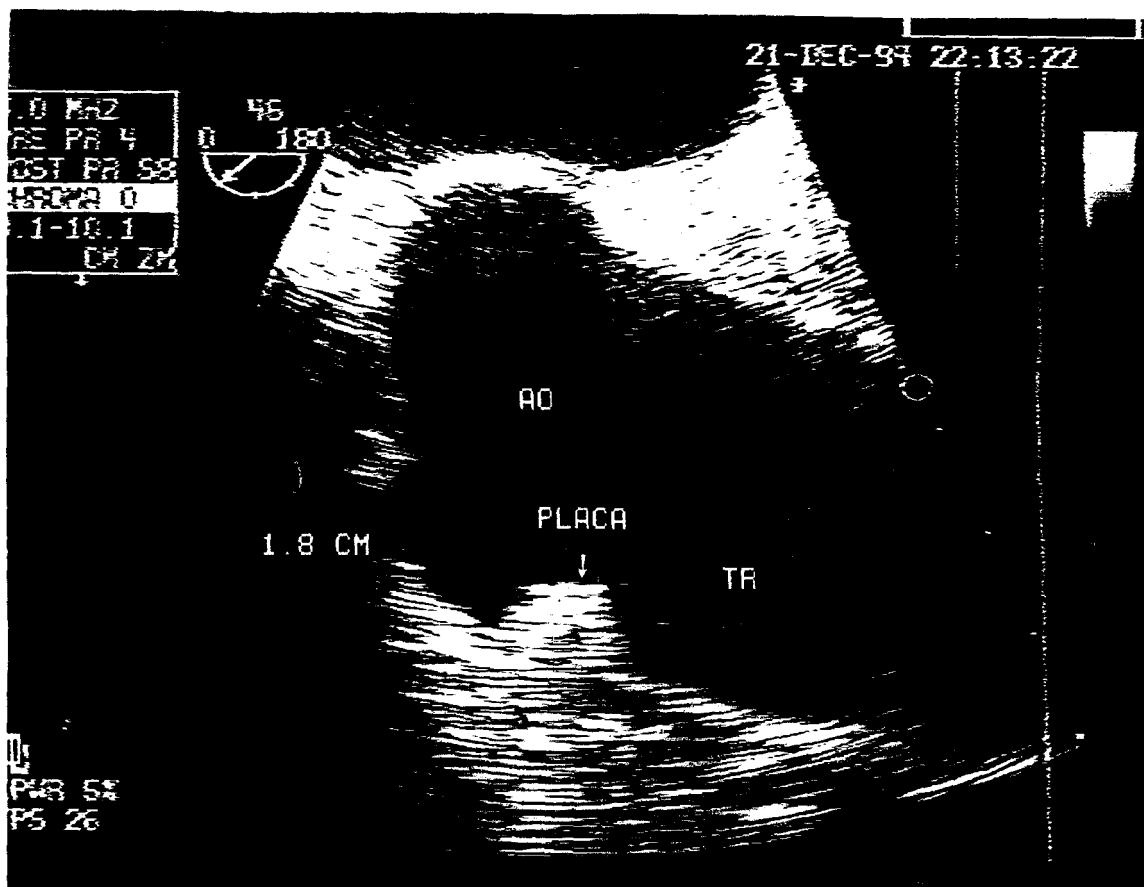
Ecocardiograma transesofágico omniplanar. Eje longitudinal. En la aorta ascendente se identifica una pequeña placa ateromatosa a 18 mm del plano valvular aórtico, ulcerada y complicada con un trombo pediculado (TR), de 26x 10 mm, muy móvil y de alto riesgo embólico.
